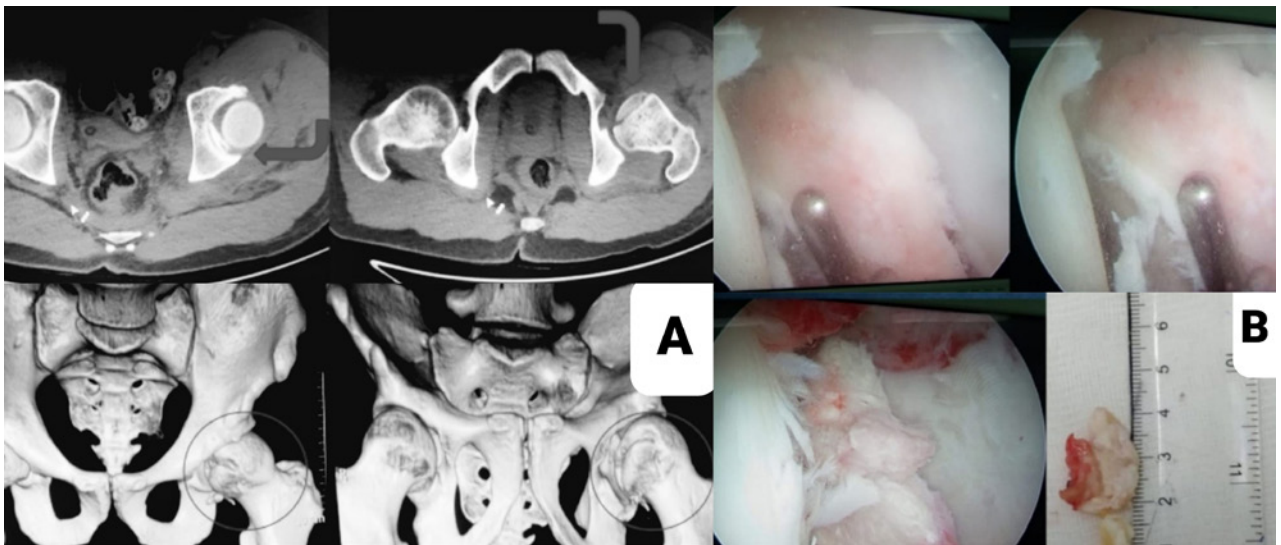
A) Imagen de TC corte axial (arriba) y 3D (abajo), obsérvese fragmento osteocondral intraarticular, fractura de la cabeza femoral Pipkin I. B) Imagen de artroscopía de cadera donde se observa fragmento intraarticular de 2 x 1 cm (inferior derecha).
